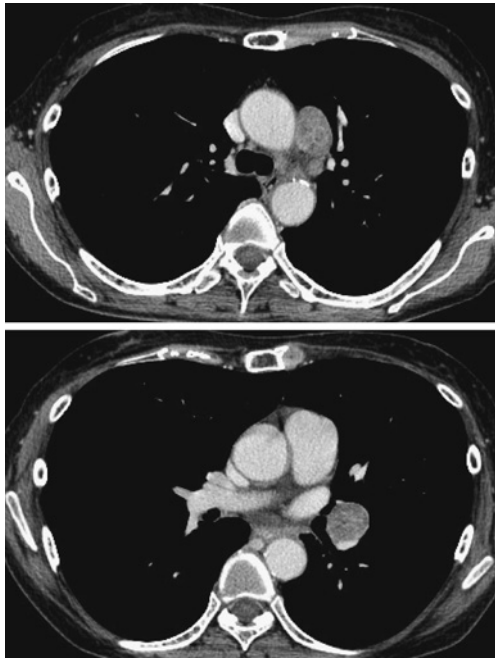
A chest CT scan showing the swelling of the left hilar and mediastinal lymph nodes. No mass was seen in either lung field.
